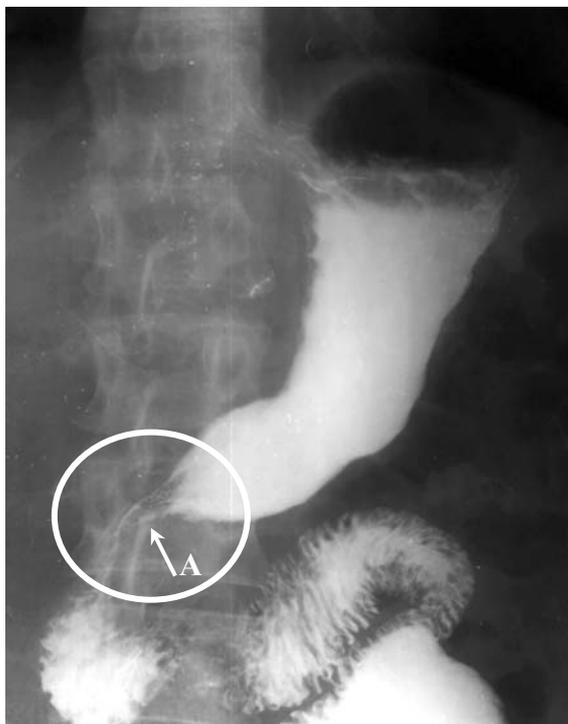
Рентгенограмма больного С., 55 лет; 5 лет после дистальной резекции желудка с формированием пилороподобного жома (А).
